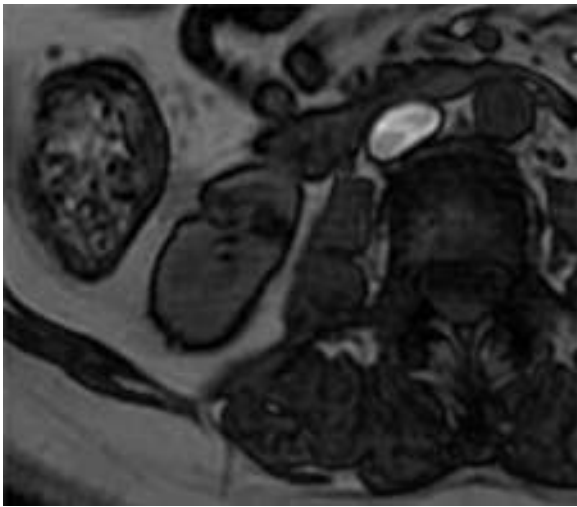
Corte axial de RM, secuencia eco de gradiente en fase opuesta donde se demuestra caída de señal, por el componente graso de la lesión. En el seguimiento se comprobó que se trataba de un AML.
